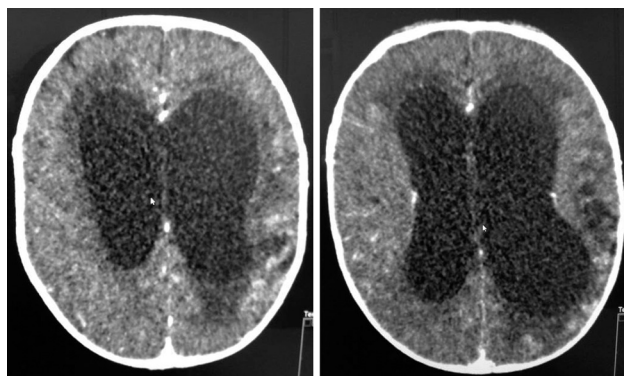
КТ головного мозга с внутривенным контрастированием.
